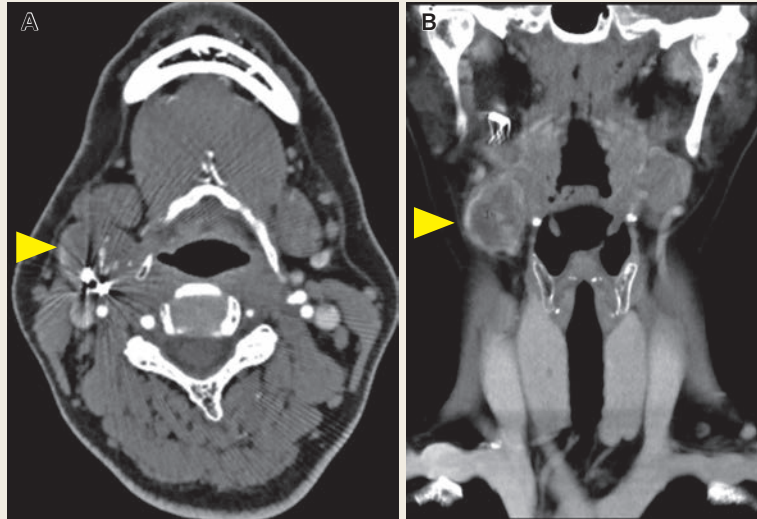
Contrast-enhanced CT 3 months post-surgery (A : Axial section, B : Coronal section)
